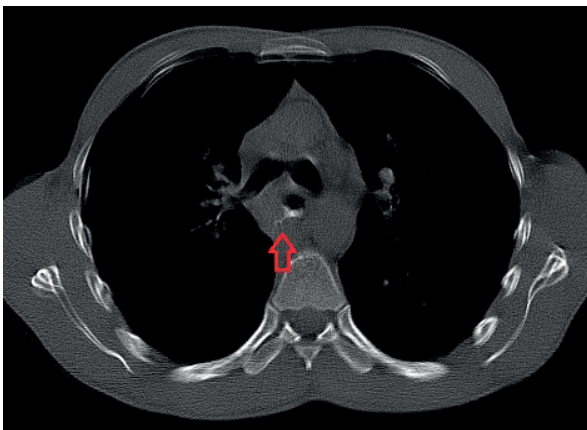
МСКТ органов грудной клетки с пероральным контрастированием, аксиальная проекция. А - затек КВ за пределы стенки пищевода (стрелка); Б - затек КВ в параэзофагеальную клетчатку (красная стрелка), КВ в просвете нижнедолевого бронха (зеленая стрелка).
